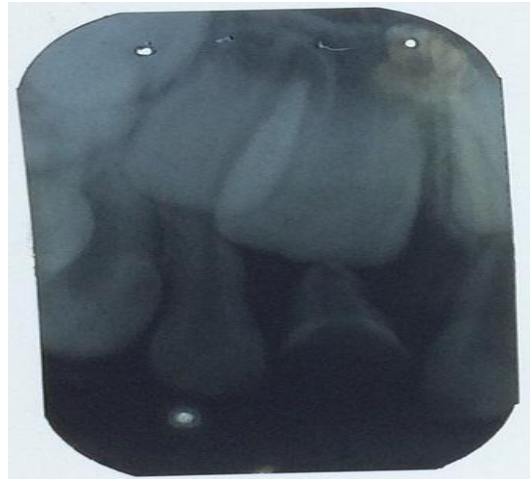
Radiografia periapical da unidade 51.
